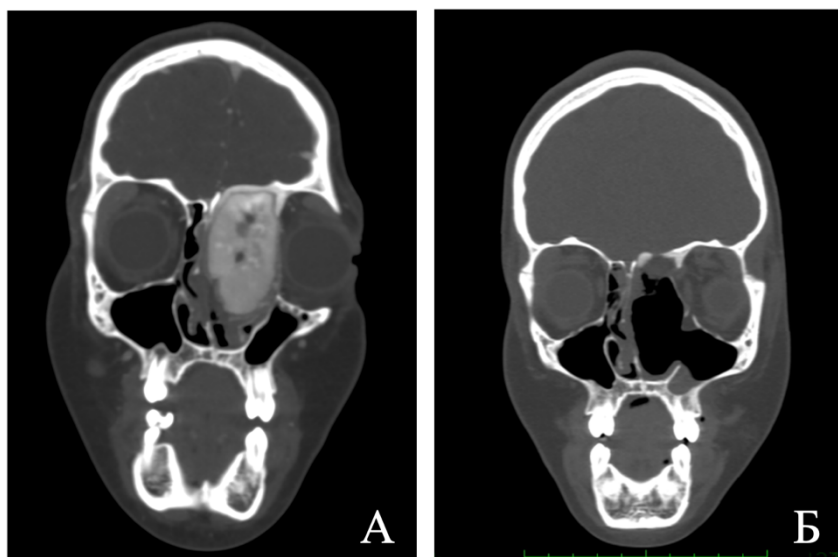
Клинический пример. КТ-изображения (А, В – корональная, Б, Г – аксиальная проекция) пациентки с ЮПОФ с включением вторичной аневризмальной костной кисты. А, Б – снимки до операции; В, Г – 3 сутки после трансназального эндоскопического удаления опухоли синоназальной области, с вовлечением медиальной стенки орбиты, основания черепа, интракраниальным распространением, с пластическим закрытием дефекта основания черепа при помощи аутотрансплантата.
